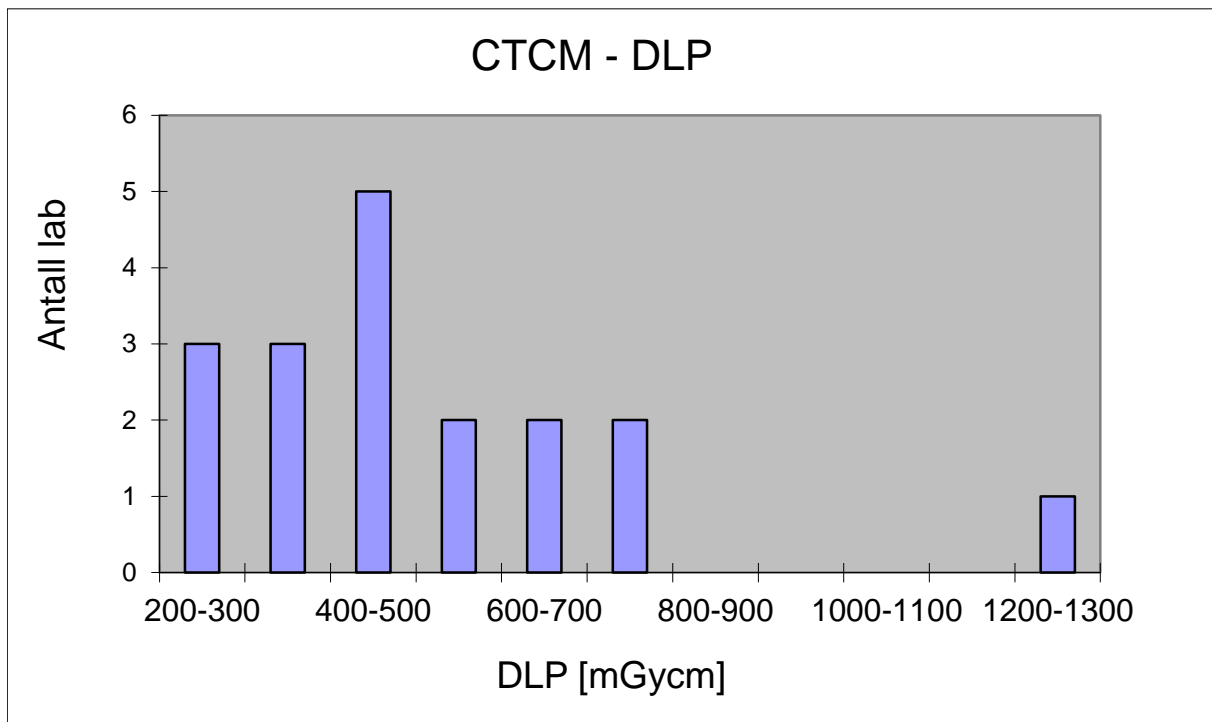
Fordeling av de innsamlede DLP verdiene for CT hals.
